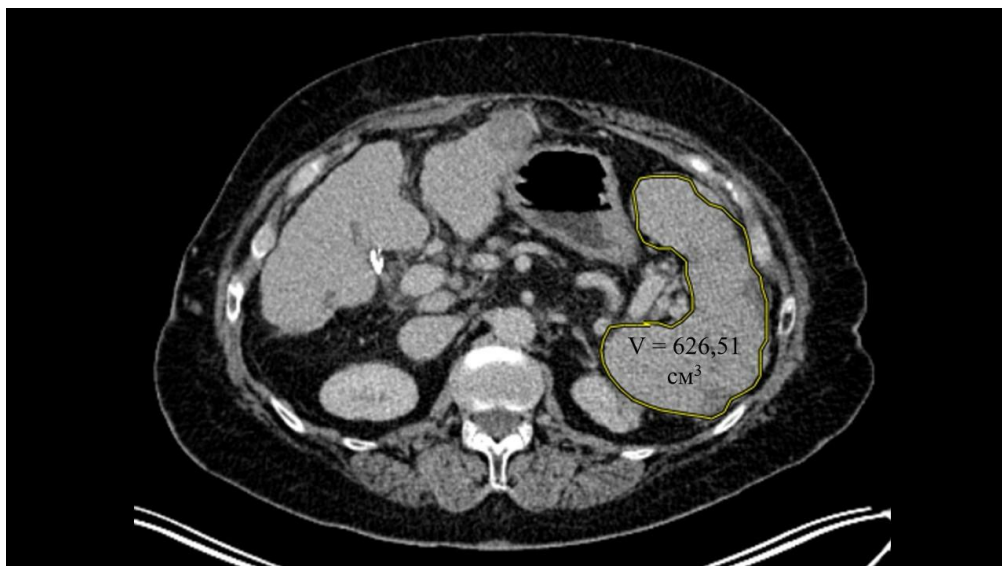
КТ органов брюшной полости с внутривенным контрастированием через 1 месяц после ЧЭАС
